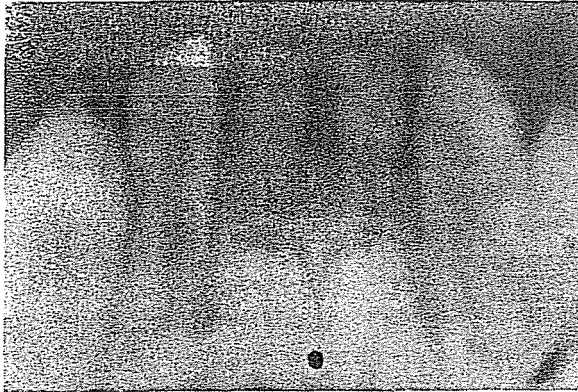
Radiografía periapical del caso anterior. Se observan las canastillas óseas poco diferenciadas y enanismo radicular en los incisivos centrales inferiores temporarios.
